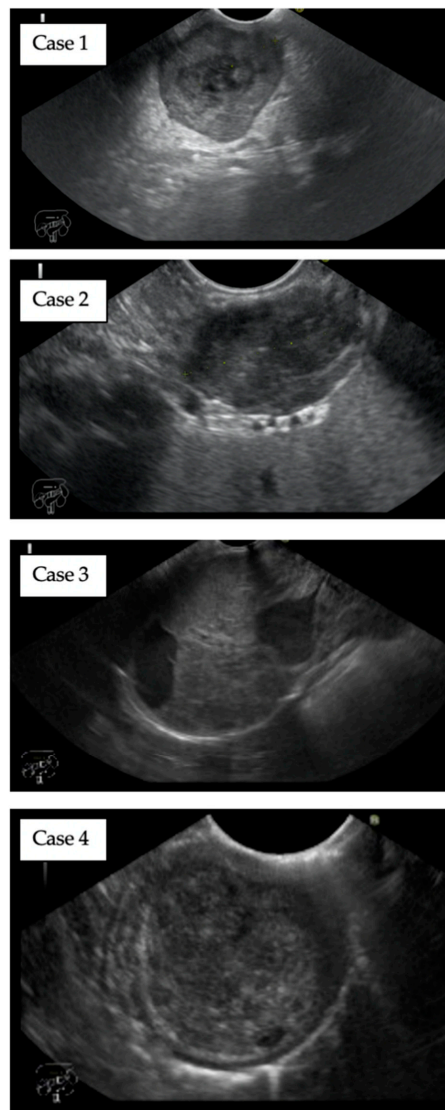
Endoscopic ultrasound evaluation of gastric GISTs. Typical appearance of GIST in endoscopic ultrasound. All tumors of a mixed echogenicity were located in the middle of the gastric wall and have a deep connection with *muscularis propria*. The average size was 28.75 mm.
